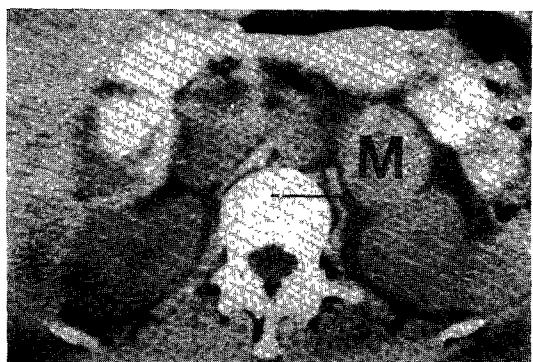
Abdominal CT scan shows $6 \times 6\text{cm}$ sized, homogenous round mass (M) on anterior portion of left kidney without lymphadenopathy in the retroperitoneum, and the other organs are normal.
